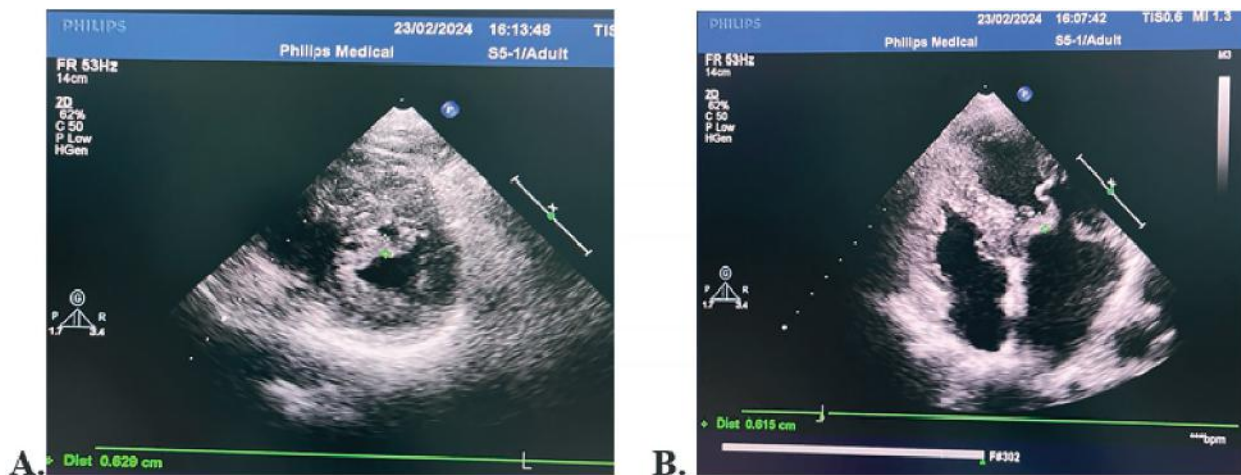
Patient K. 65 years old. The thickness of the anterior mitral leaflet is 6.1 cm: A – parasternal position along the short axis at the level of the mitral valve; B – apical 4-chamber position.
